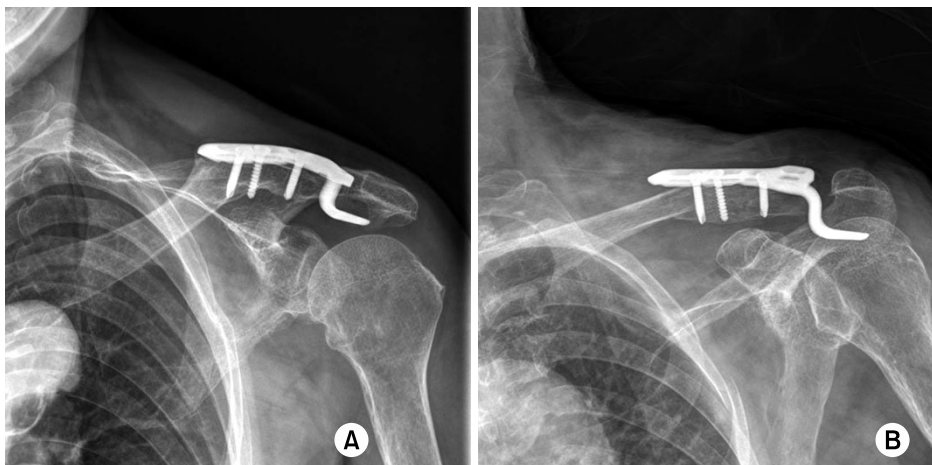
(A) Clavicular fracture at the medial aspect of the hook plate. (B) At 18 weeks postoperatively, a radiograph showed union of clavicular midshaft fracture.
